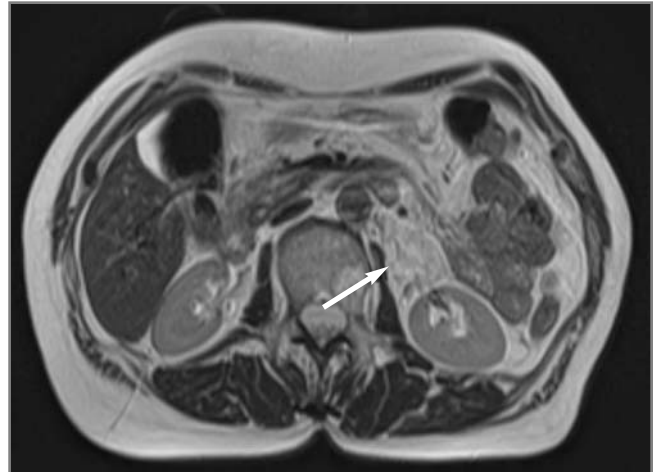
ГТПЖ. МРТ, T2ВИ, аксиальный срез, нативное изображение: образование гетерогенной интенсивности с гиперинтенсивными включениями (кисты), протоковой структурой. Широким основанием прилежит к воротам левой почки, правым краем – к петле тощей кишки, верхушка обращена к брыжейке (указано стрелкой).
